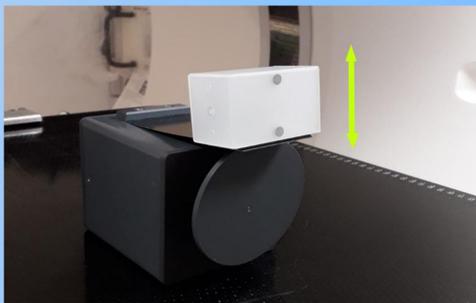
Cámara infrarroja del sistema RPM, maniquí de movimiento con cubo plástico y patrón respiratorio obtenido para realizar en TC4D
